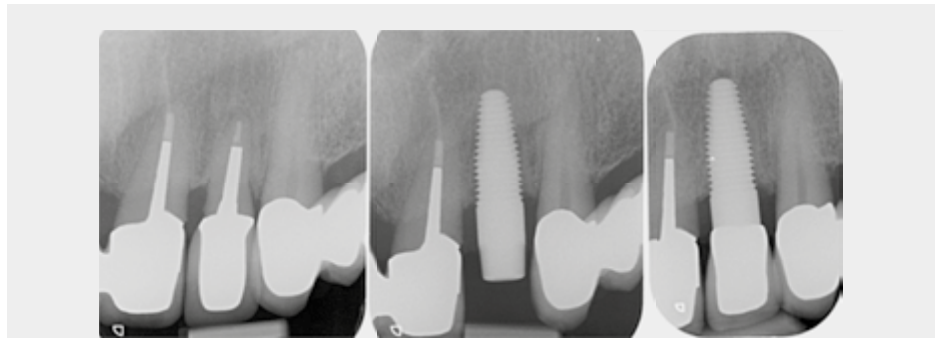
Röntgenkontrolle vor OP, post OP und mit eingegliedelter Krone nach 3 Monaten beachten Sie hier die Knochenformation zu den Nachbarzähnen
